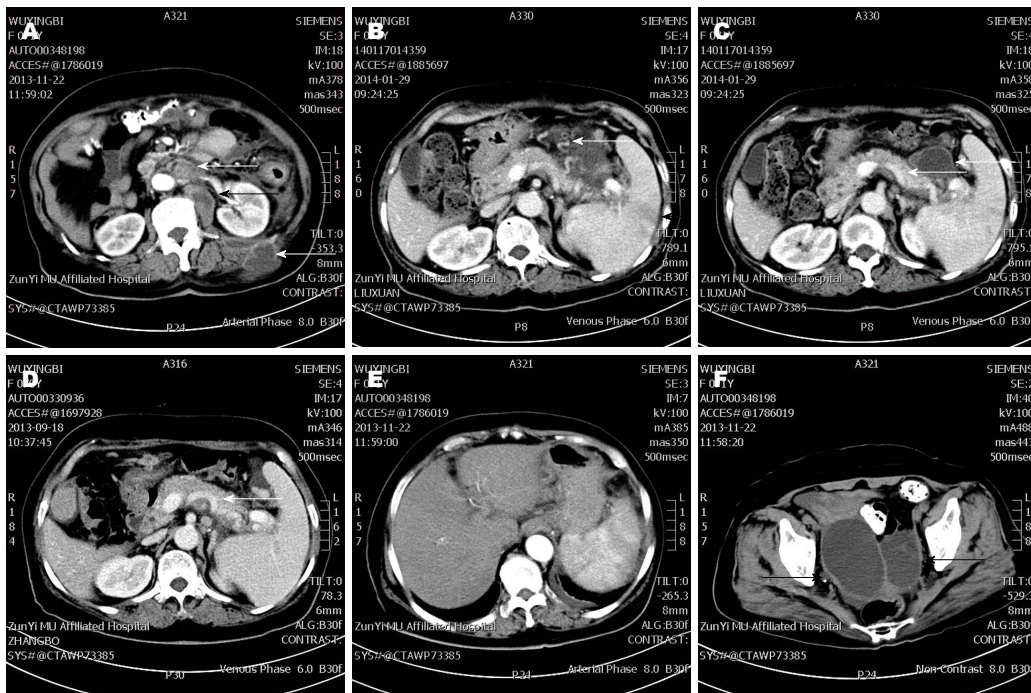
全腹部CT平扫+增强. A: 中、上腹腔、腹膜后及左侧后腹壁多发囊性病变; B: 脾胃区域可见多支曲张静脉, 脾脏小片低密度影, 脾梗死可能; C, D: 增强扫描静脉期可见脾静脉狭窄、中断, 显影较差, 胰腺周围可见包裹性肿物; E: 肝脏大小、密度未见异常改变, 增强扫描未见明显强化; F: 双侧附件囊肿, 囊壁较薄, 边缘似蛋壳样钙化, 囊内密度均匀. 箭头示囊性病变更或囊肿.
